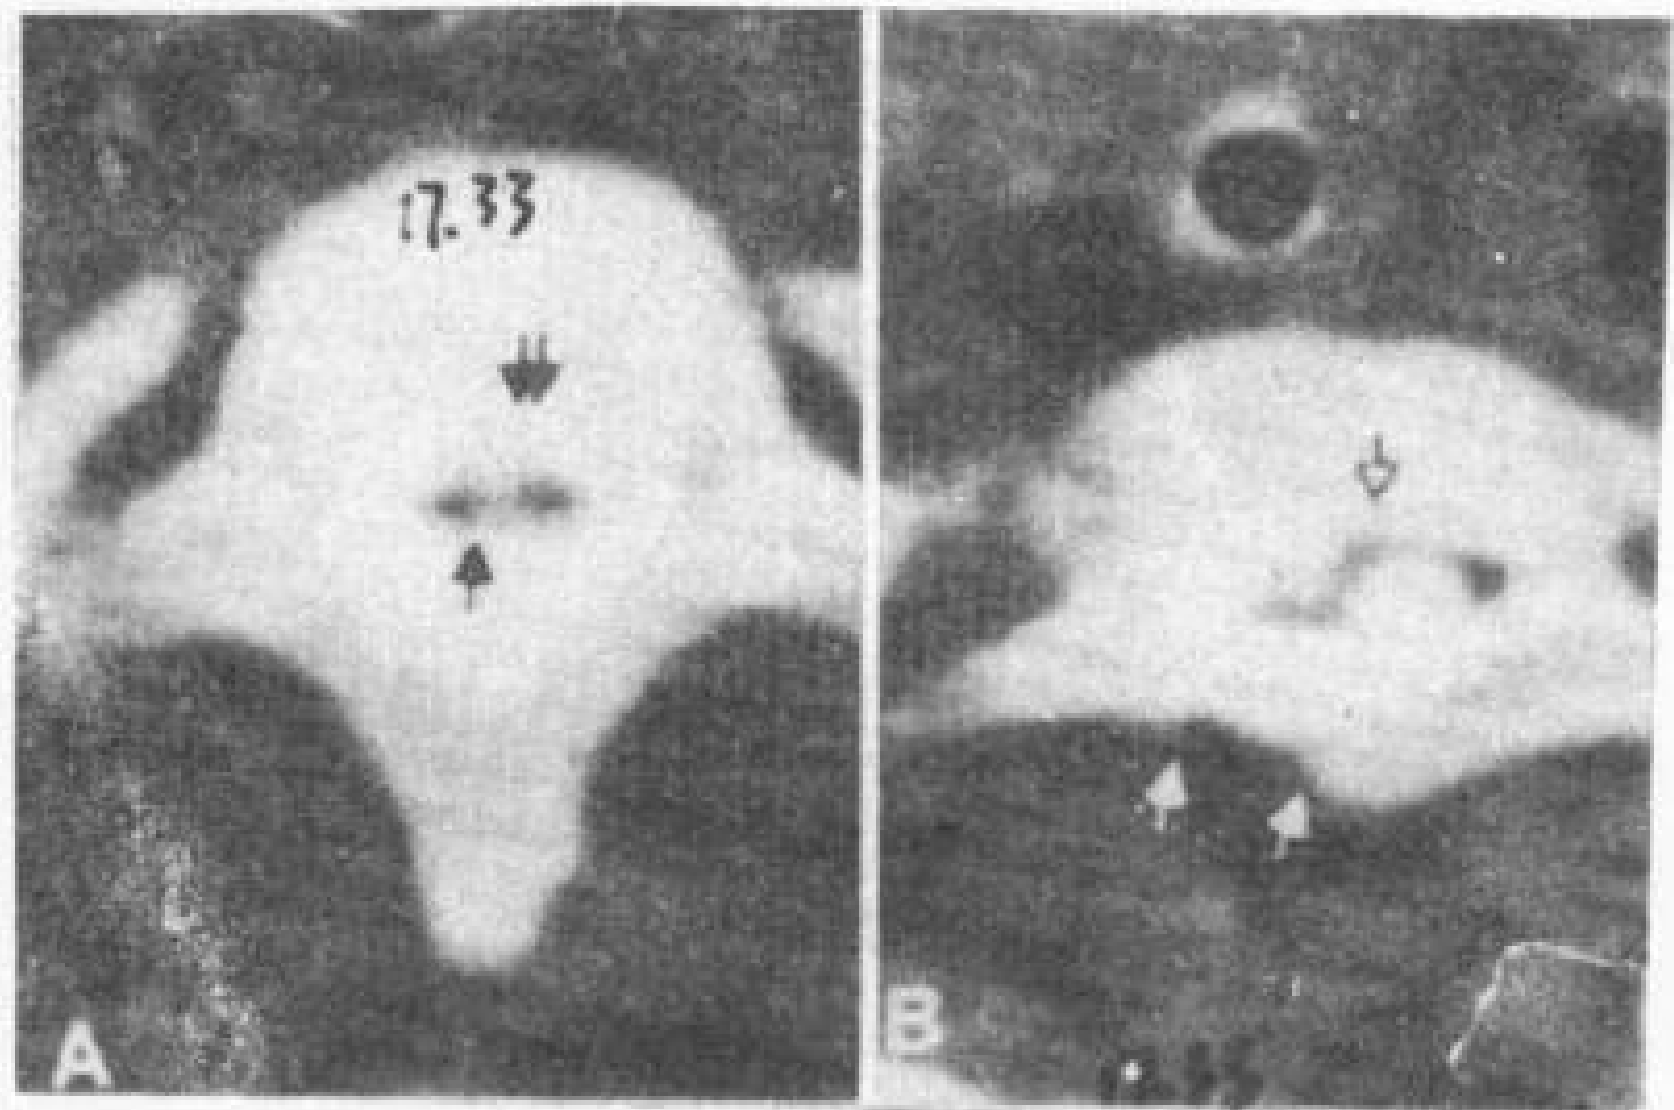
神经管原肠囊肿。14岁女孩。CT脊髓造影。
